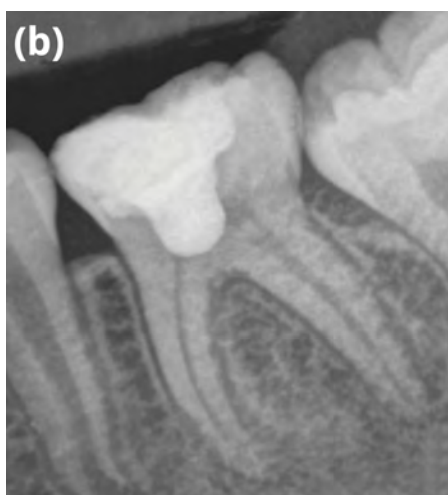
Radiografía inmediatamente posoperatoria después de una pulpotomía parcial con agregado de trióxido mineral (MTA).<sup>75</sup>
